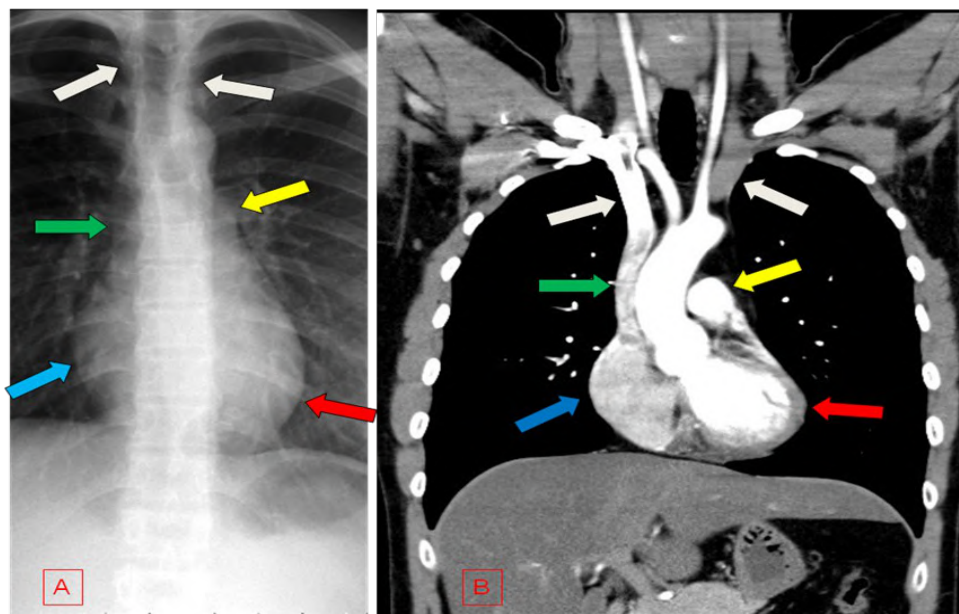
Na radiografia frontal (fig. 16A) estão apontados contornos normais do mediastino e sua correspondência com as estruturas vistas em corte de TC coronal (fig. 16B). Seta vermelha = ventriculo esquerdo; seta azul = átrio direito; seta verde = veia cava superior (em pacientes mais idosos este contorno pode corresponder à aorta ascendente); seta amarela = artéria pulmonar; setas brancas = veias braquiocefálicas (inominadas).
